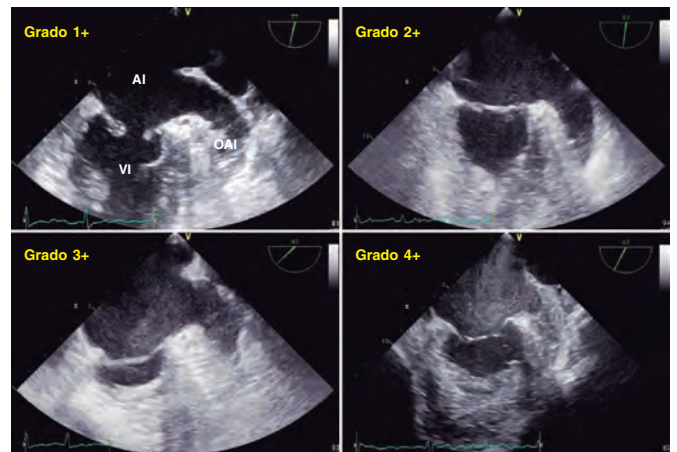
Imágenes de ecocardiografía transesofágica bidimensional. Se observan 4 grados de contraste espontáneo en la aurícula y la orejuela izquierda, de menor a mayor intensidad (1+ a 4+). AI: aurícula izquierda; OAI: orejuela izquierda; VI: ventrículo izquierdo. Reproducida con permiso de Ito y Suwa³².
